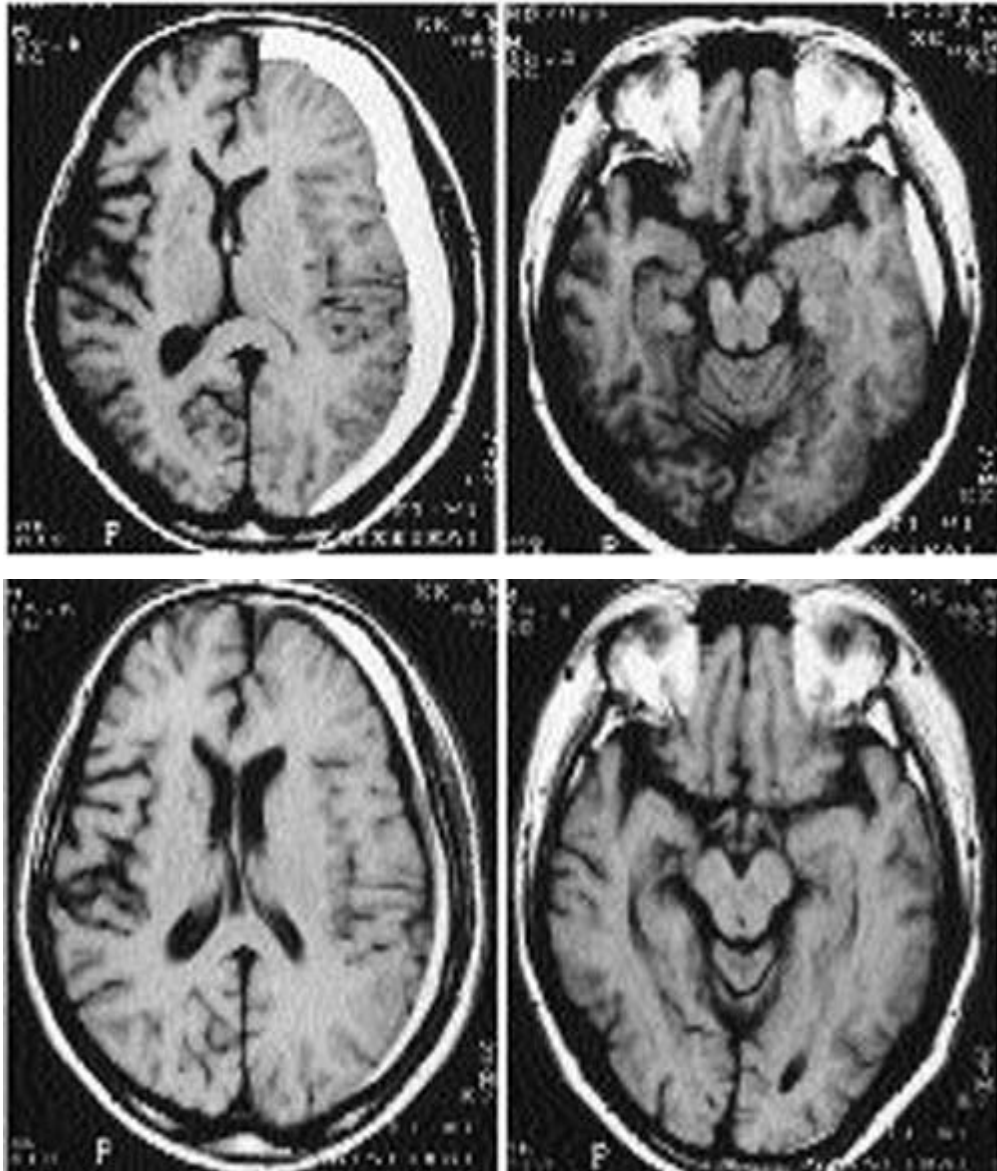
Comparaison des 2 coupes d'IRM axiale préop (en haut) avec celles postop (en bas), on note une diminution de l'effet de masse sur les structures médianes et le mésencéphale. Il existe une disparition de la déformation du pédoncule cérébral après la chirurgie [50].
